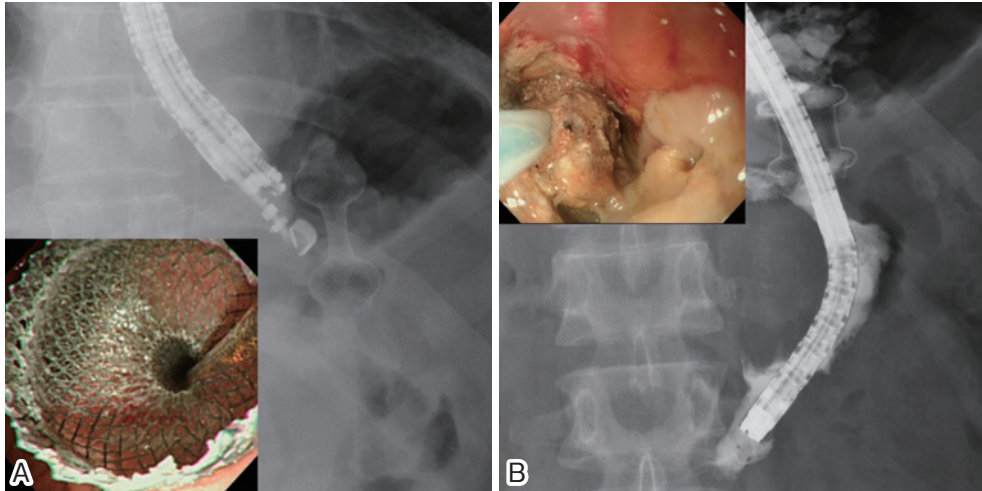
専用大口径メタルステントを用いた内視鏡的 step-up approach A. 一体型ステントデバイスである HOTA-AXIOS™ システムを用いて WON に対する超音波内視鏡下ドレナージを行った。 B. 感染コントロールは不十分であり、留置したステント内腔から WON 内に内視鏡を挿入して内視鏡的ネクロセクトミーを行った。
